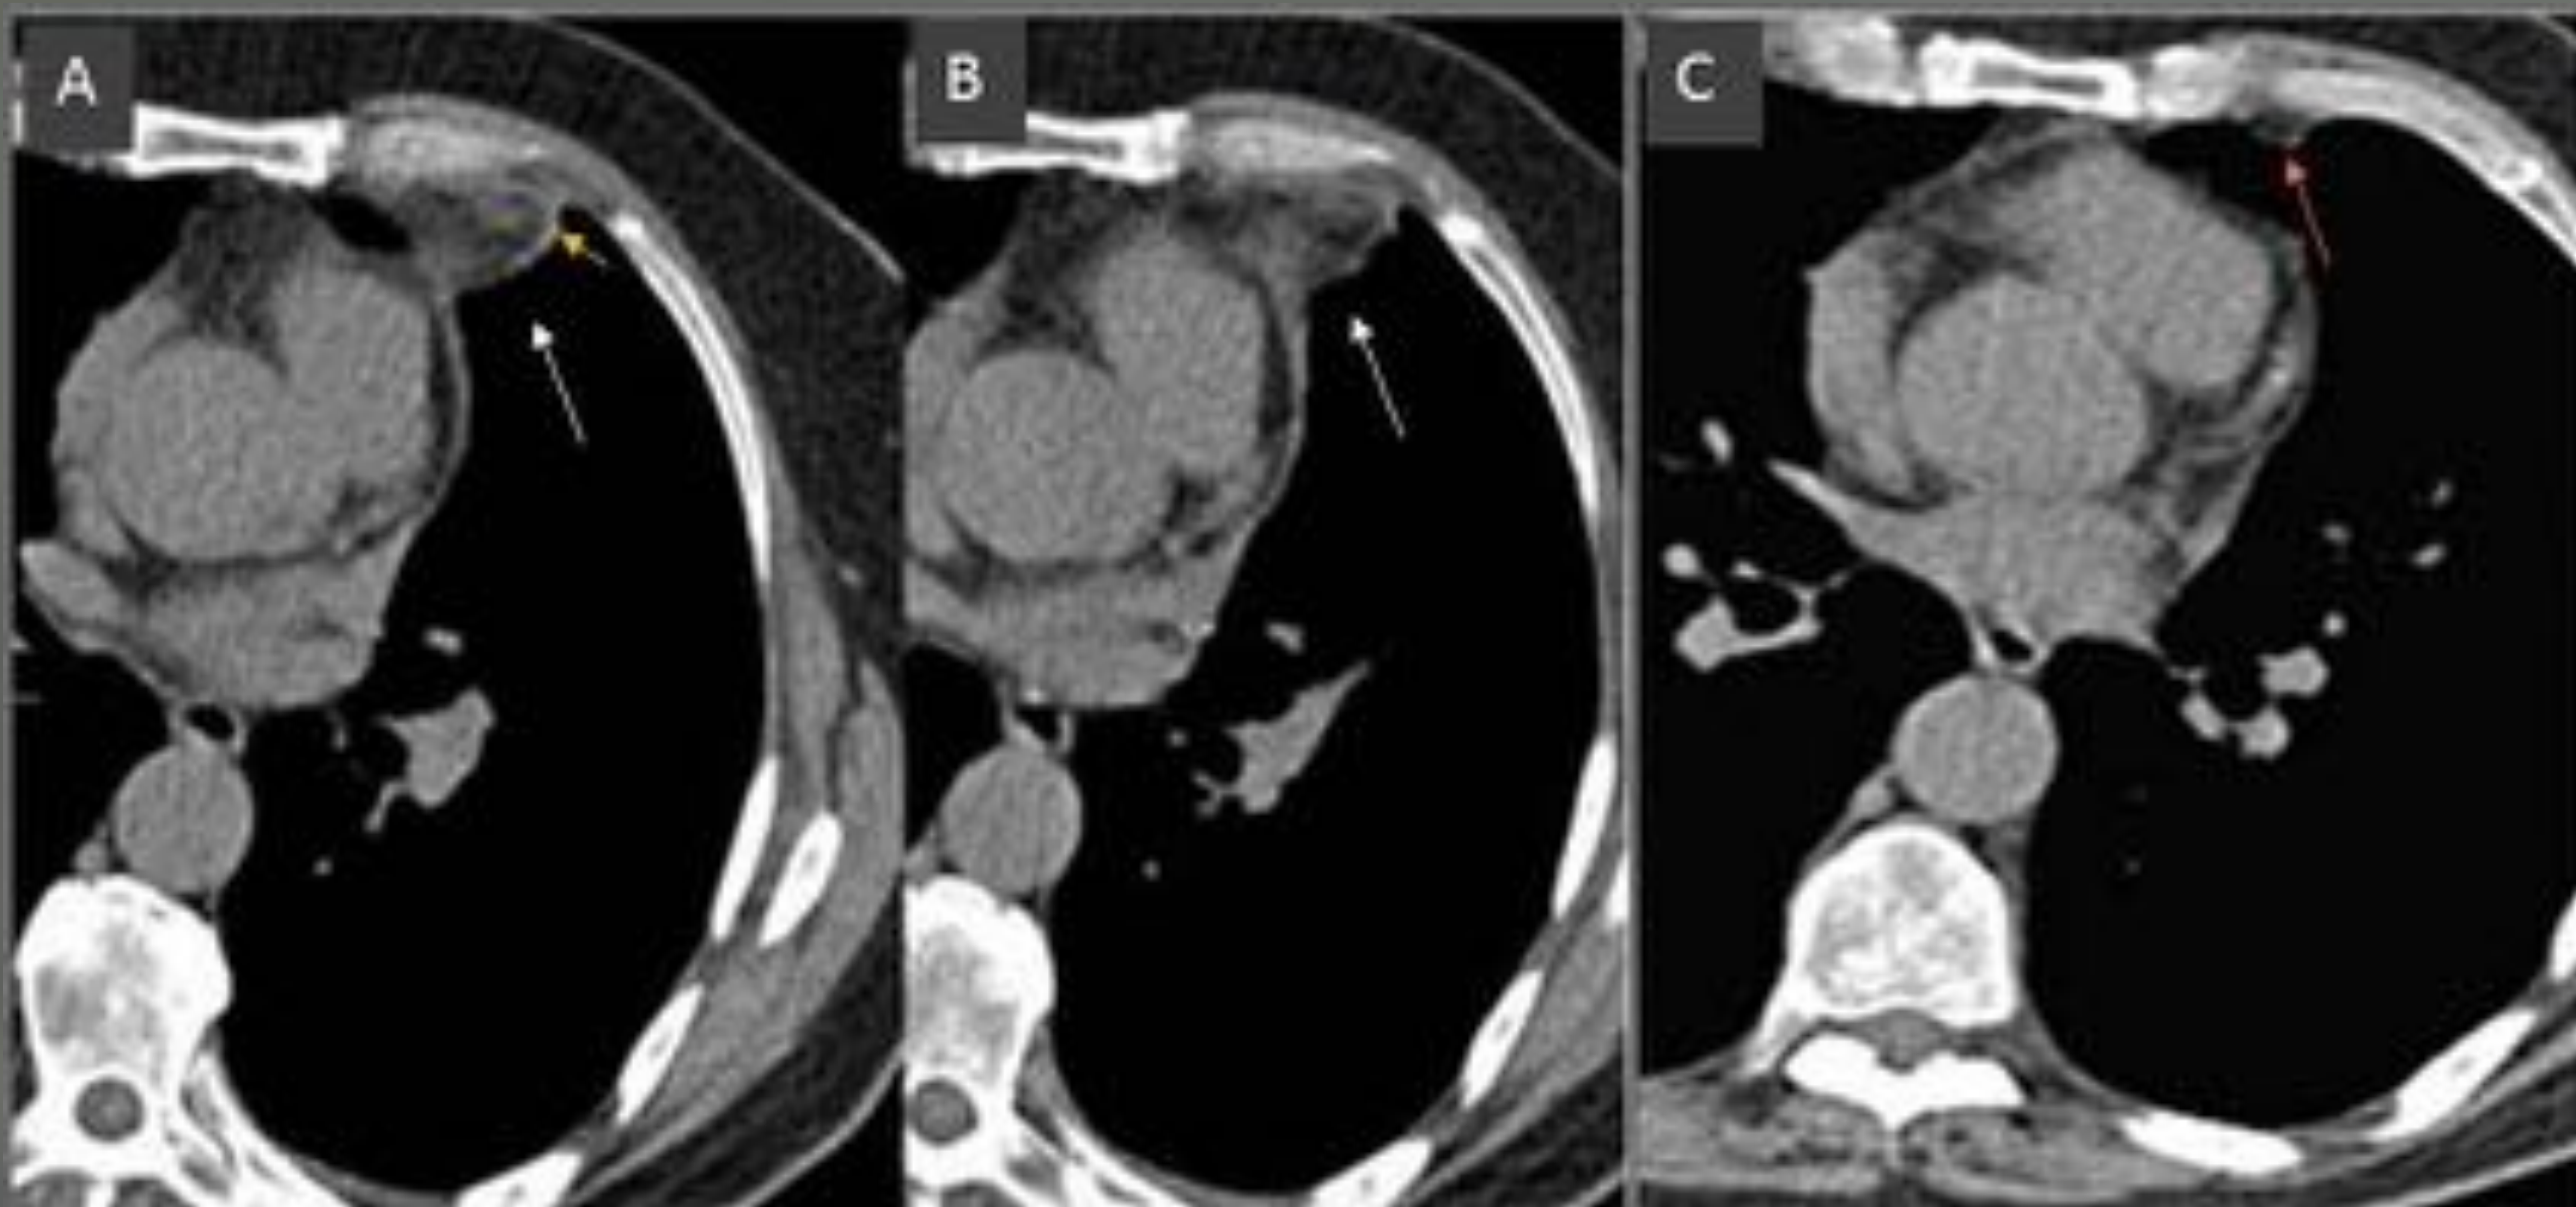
Ejemplo de necrosis de la grasa epipericárdica. Varón de 59 años con dolor torácico durante la última semana. A y B. Dos imágenes axiales de TC de baja dosis sin contraste muestran una lesión de densidad grasa adyacente al pericardio (flechas en A y B) rodeada por una cápsula (flecha amarilla). C. La imagen de TC obtenida 6 semanas después demuestra que los cambios han desaparecido. Solamente se identifica una pequeña porción de grasa extra pleural anterior (flecha en C).
